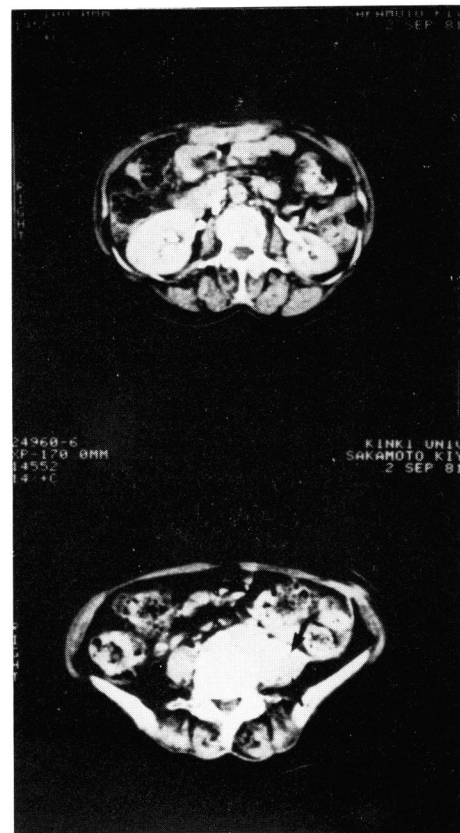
A follow-up CT reveals the reduction of left hydronephrosis and the mass in the retroperitoneal space (arrows).
